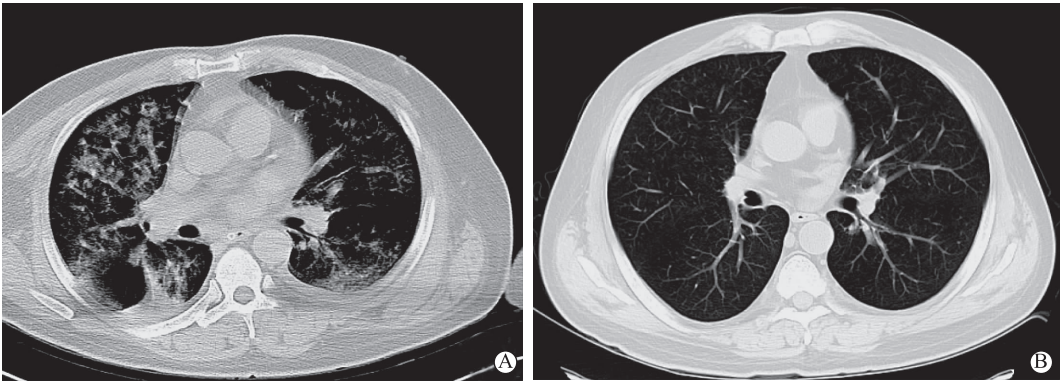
双肺 CT 示支气管血管束增粗、模糊，多发斑片状渗出，肺小叶间隔增厚，双侧胸腔积液(A)；2 月后双肺 CT 示正常(B)
